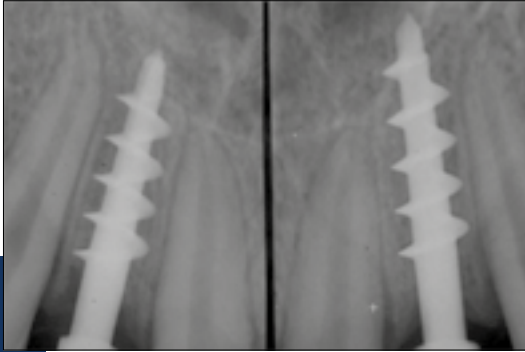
Las radiografías de los dos "tornillos rápidos de Pasqualini".
